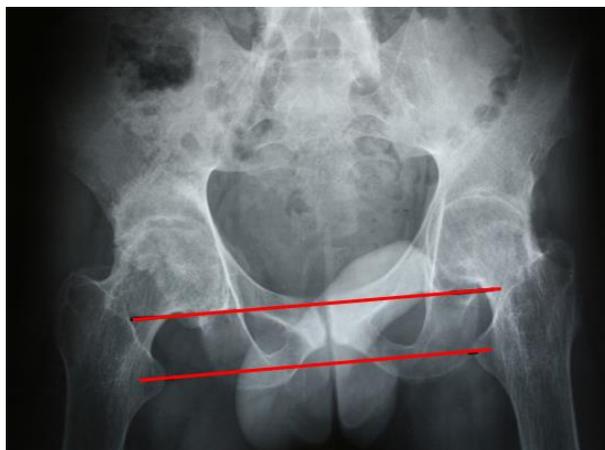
Обзорная рентгенограмма таза при поступлении: костный анкилоз обоих тазобедренных суставов в порочном положении
